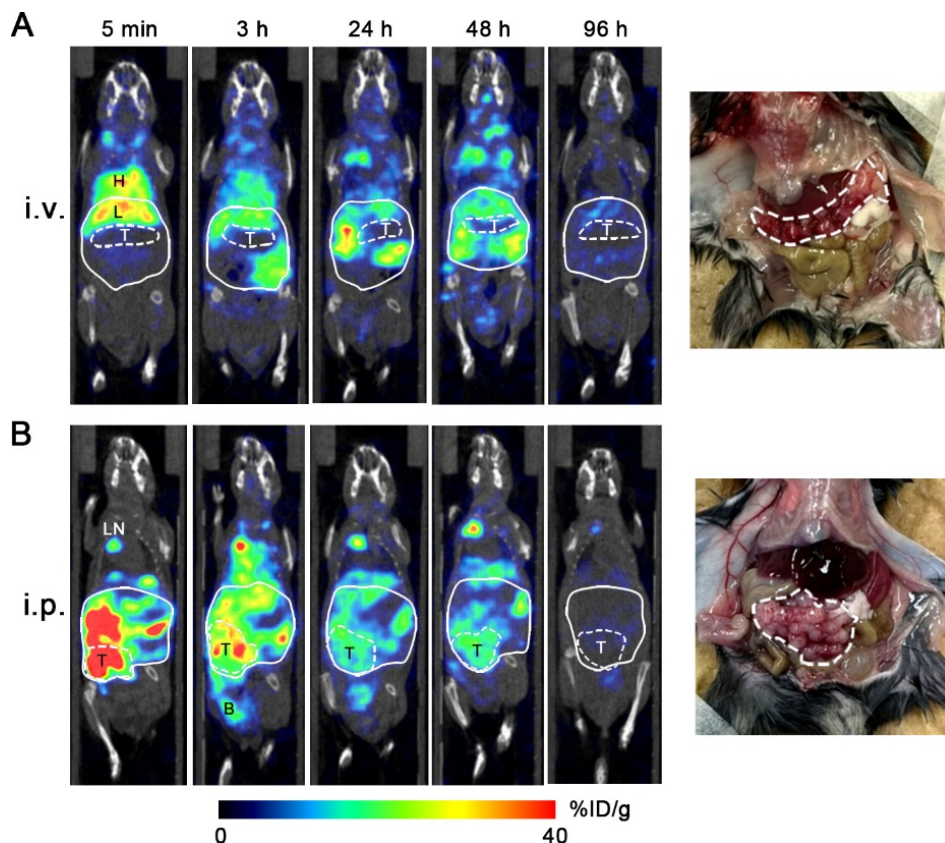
抗 PD-L1 抗体 の i.v./i.p. 投与後の MC38 腹膜播種モデルの SPECT/CT 画像
